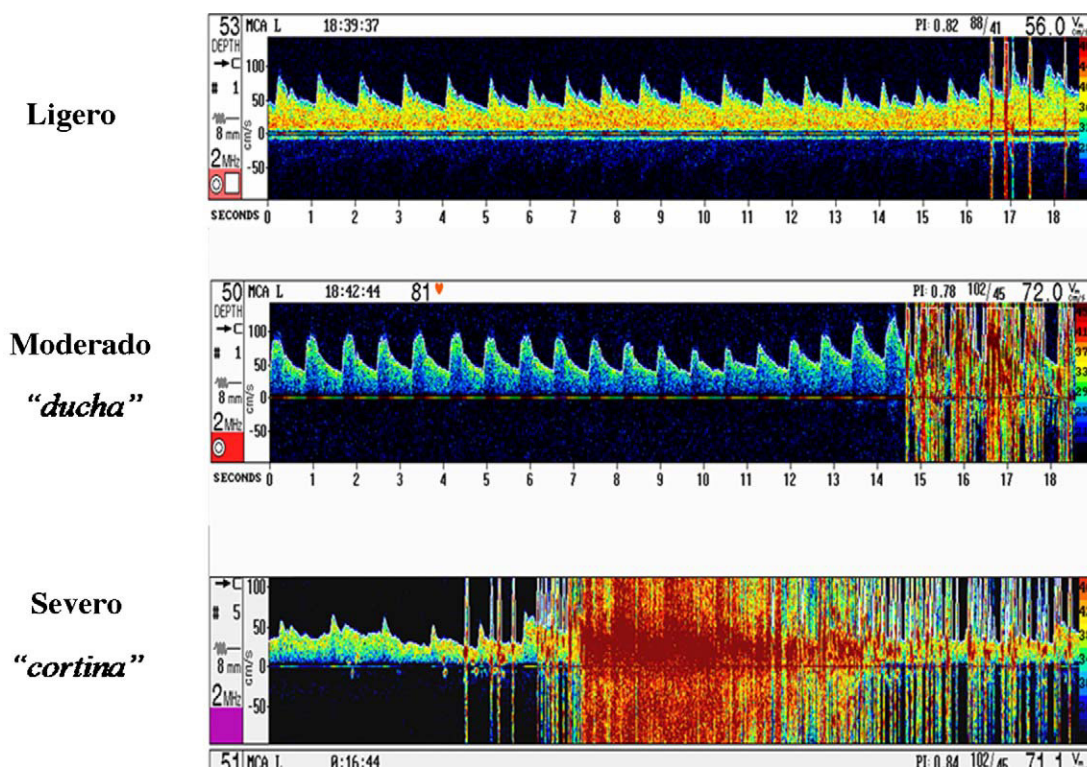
Cuantificación del cortocircuito por Doppler transcraneal.
